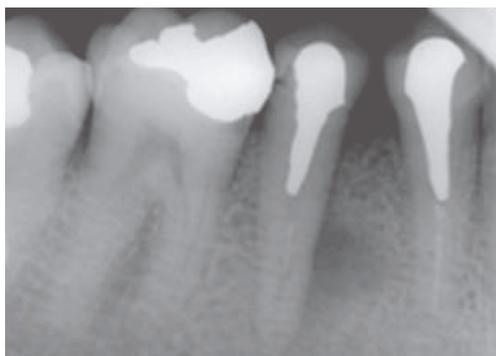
Radiographie d'un kyste latéroradiculaire au tiers moyen, face mésiale de 45. La lamina dura s'écarte de la racine et vient englober la lésion. (20)
